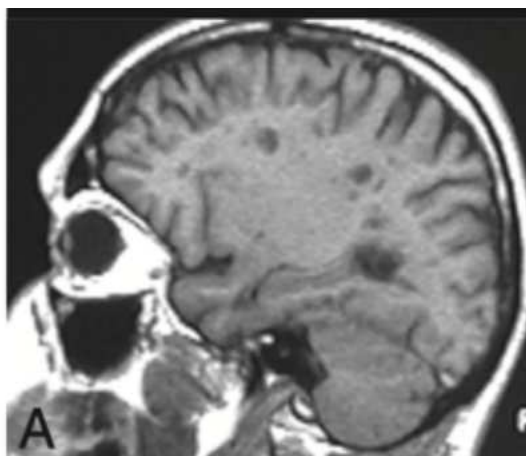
IRM en séquence T1 - lésions apparaissant sous forme de « trous noirs » dans la substance blanche (95)
